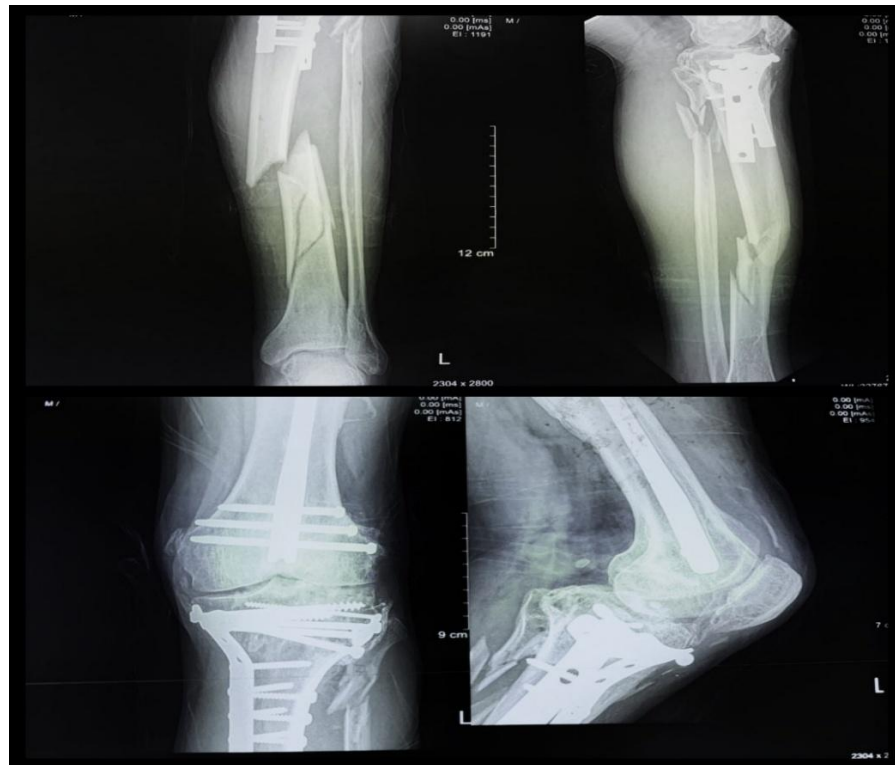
Radiographies standards de la jambe gauche en incidences de face et de profil, montrant une fracture comminutive tibio-fibulaire sur plaques d'ostéosynthèse du tibia proximal.
